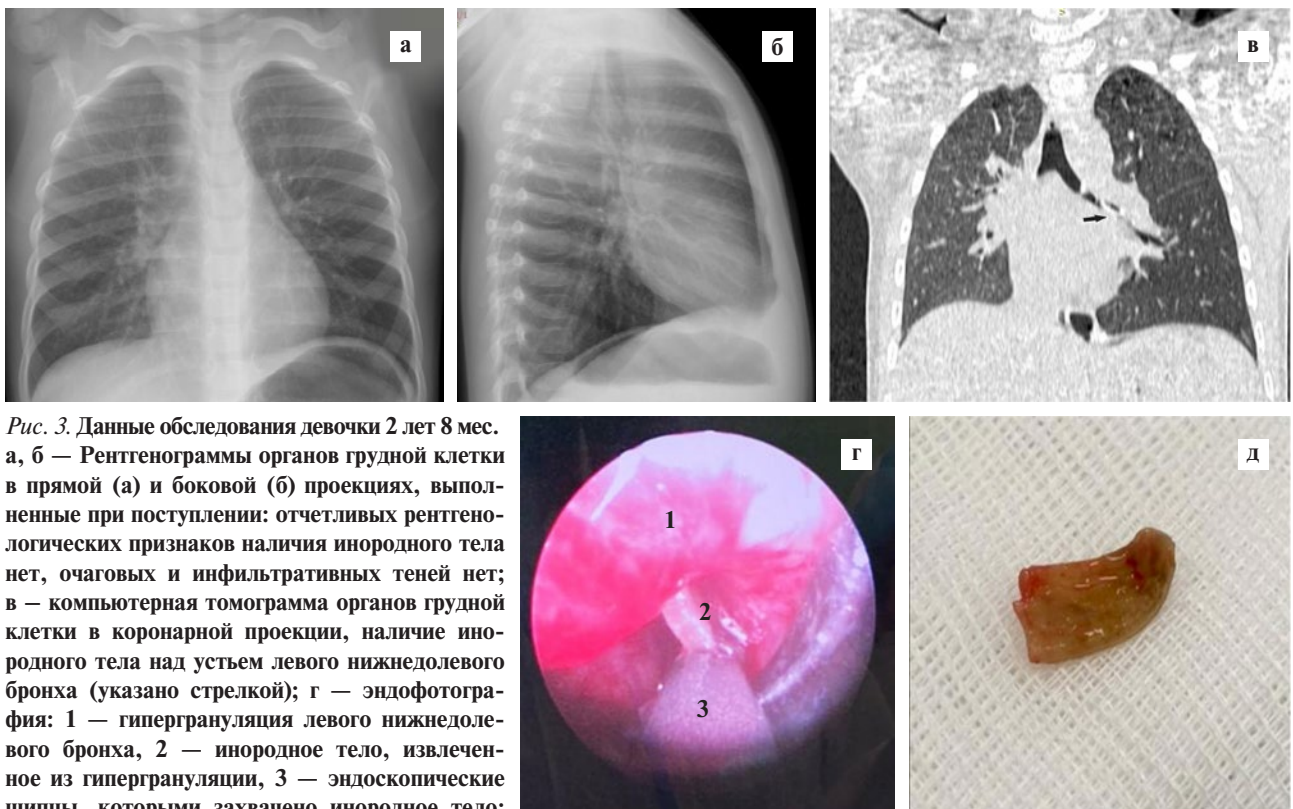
Данные обследования девочки 2 лет 8 мес. а, б — Рентгенограммы органов грудной клетки в прямой (а) и боковой (б) проекциях, выполненные при поступлении: отчетливых рентгенологических признаков наличия инородного тела нет, очаговых и инфильтративных теней нет; в — компьютерная томограмма органов грудной клетки в коронарной проекции, наличие инородного тела над устьем левого нижнедолевого бронха (указано стрелкой); г — эндософотграфия: 1 — гипергрануляция левого нижнедолевого бронха, 2 — инородное тело, извлеченное из гипергрануляции, 3 — эндоскопические щипцы, которыми захвачено инородное тело; г — фотография инородного тела — скорлупа фисташки размерами 12×6 мм.
